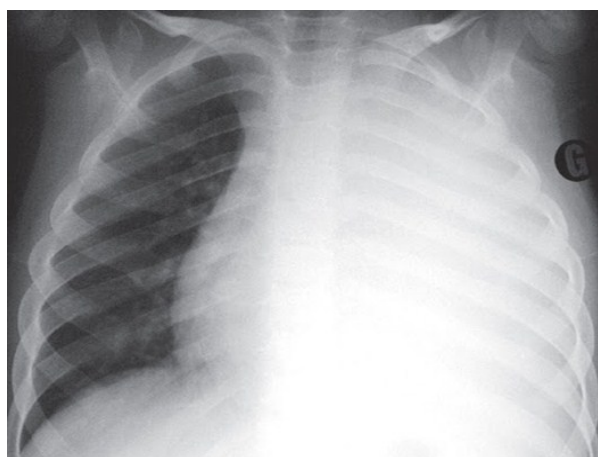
Radiographie du thorax en incidence de face montrant une opacité homogène et diffuse du poumon gauche en faveur d'un épanchement pleural liquidien.
